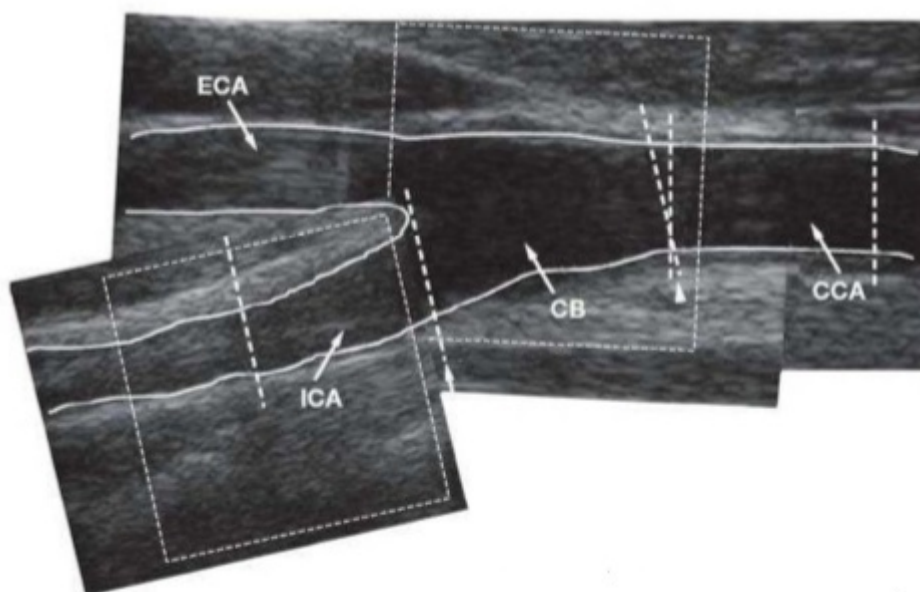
Regiones a explorar mediante ecografía. Mannheim IMT Consensus Proposal. Rev 2011.
